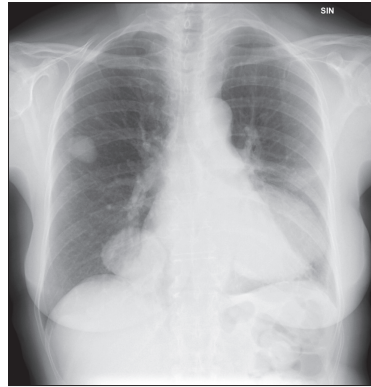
b: 1a) Keuhkoihin metastasoitunutta jättisolukasvainta sairastavan potilaan thoraxröntgenin toukokuussa 2010 ennen denosumabi-hoidon käynnistystä.
